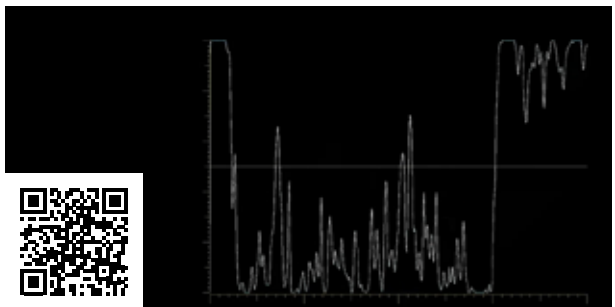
18c Hialosis Asteroide por Ultrasonografía modo A y B.
